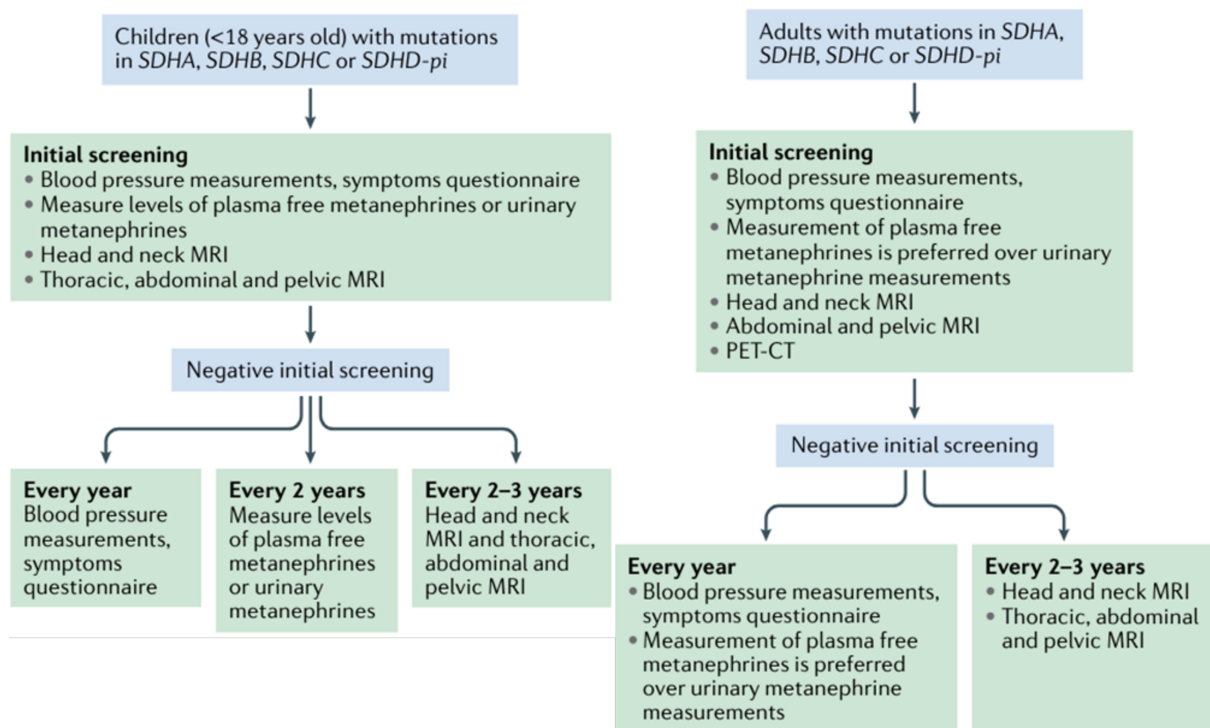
Suivi des porteurs d'une mutation *SDHx* en fonction de l'âge. Chez l'enfant, le suivi repose sur l'examen clinique annuel, le dosage des métanéphrines urinaires ou plasmatiques tous les deux ans et un examen d'imagerie par IRM tous les deux à trois ans. Chez l'adulte, le suivi repose sur l'examen clinique et le dosage des métanéphrines plasmatiques ou urinaires annuel ainsi qu'une imagerie par IRM tous les deux à trois ans. D'après Amar et collaborateurs.
